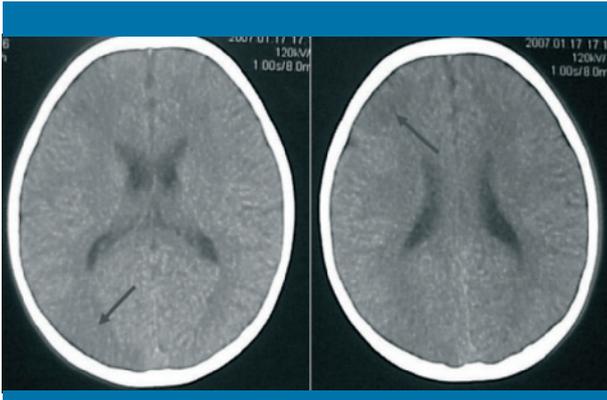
TC craneal en la que se observan dos áreas de bajo nivel de atenuación córtico-subcorticales frontal y parietal derechas, en probable relación con infartos isquémicos (flechas)
